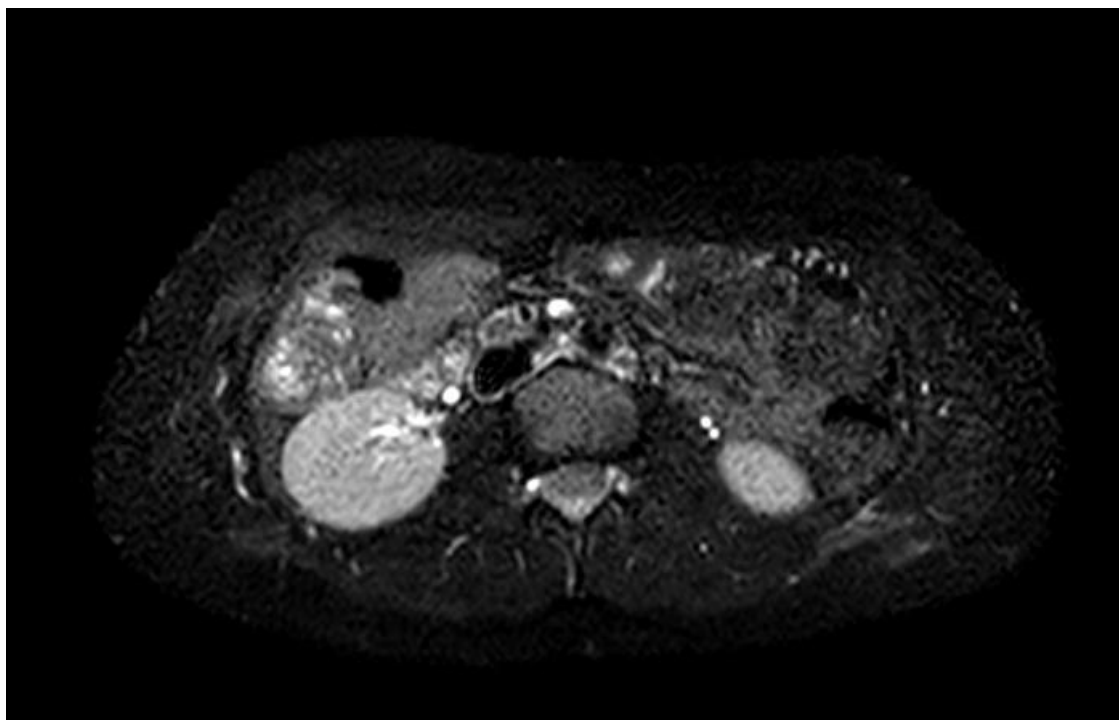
Resonancia magnética nuclear de glándulas suprarrenales. Masa suprarrenal derecha sólida (6'5x4x6cm) hiperintensa en T2 y con captación de contraste, sugestiva de feocromocitoma. Lesión focal de 15mm en segmento V hepática, hiperintenso en T2 y con captación en fase arterial que podría ser sugestivo de metástasis
